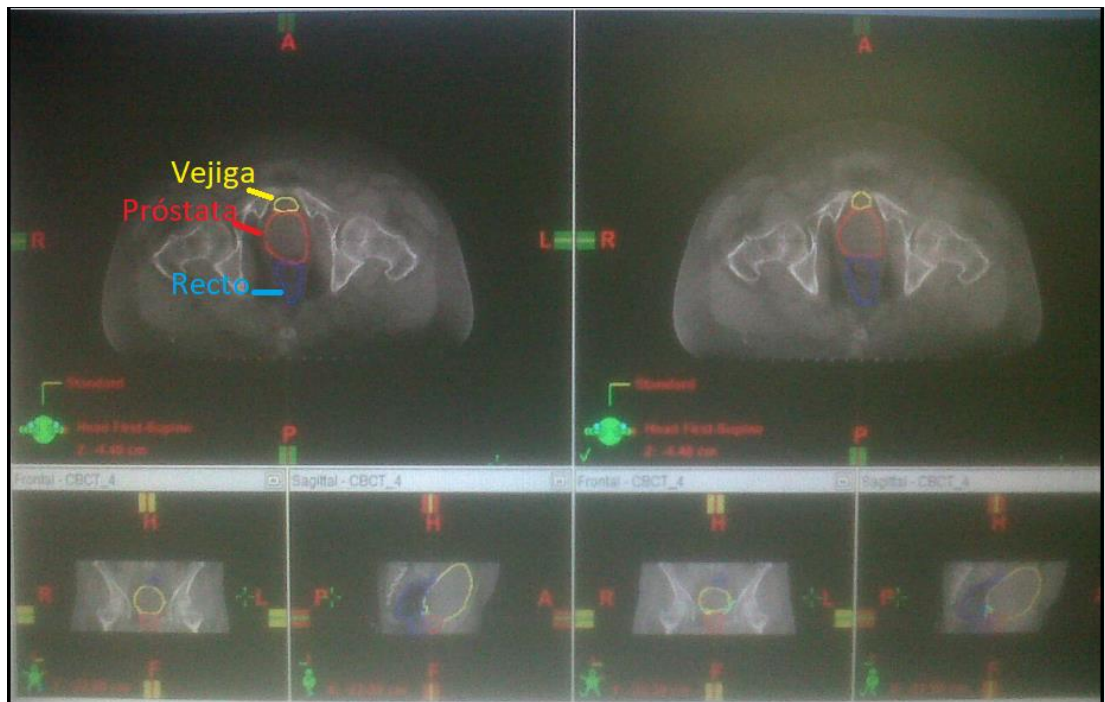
Izquierda: CBCT de pelvis previo al tratamiento, Derecha: CBCT posterior al tratamiento
